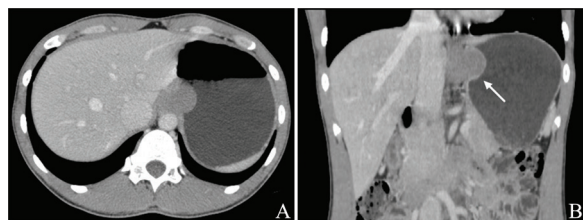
男性, 25岁, 胃贲门右后壁平滑肌瘤CT表现
